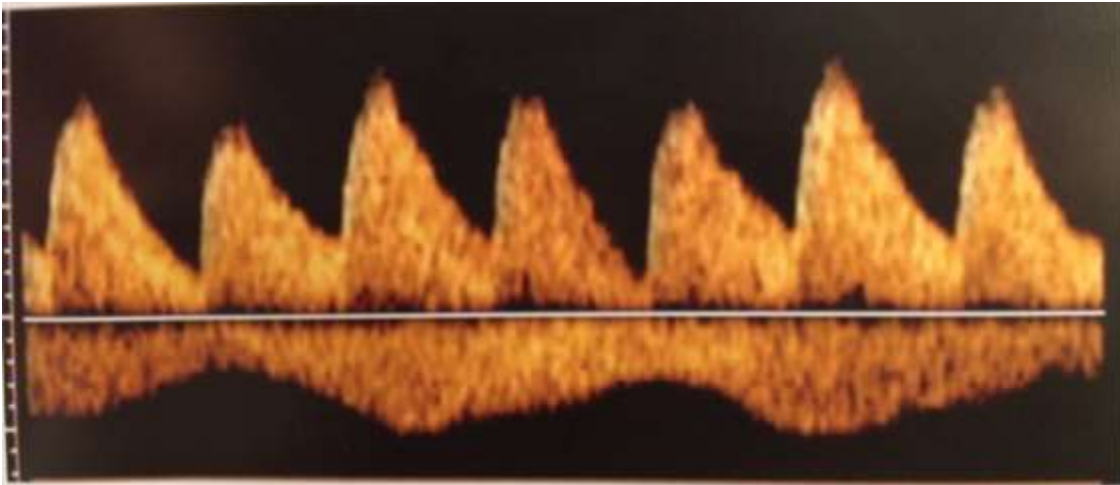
Forma de onda de velocidad de flujo de la arteria umbilical durante los movimientos respiratorio fetales. No se puede evaluar de forma eficiente los índices doppler.
